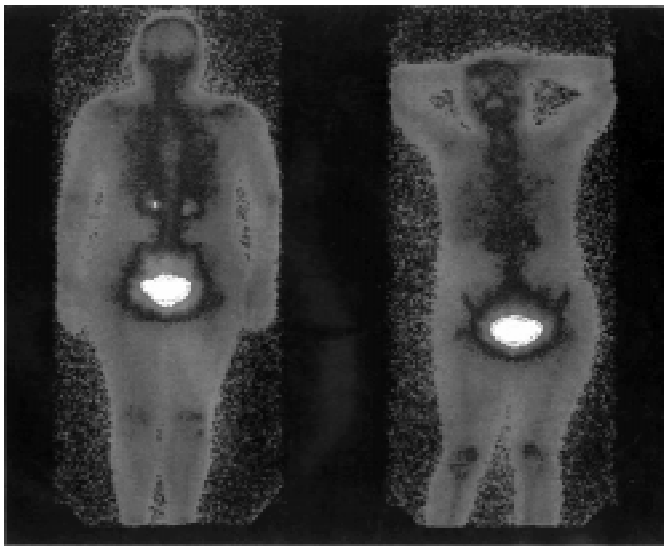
Хвора С., результати поліпозиційної остеосцинтиграфії (листопад 2000 р.)
